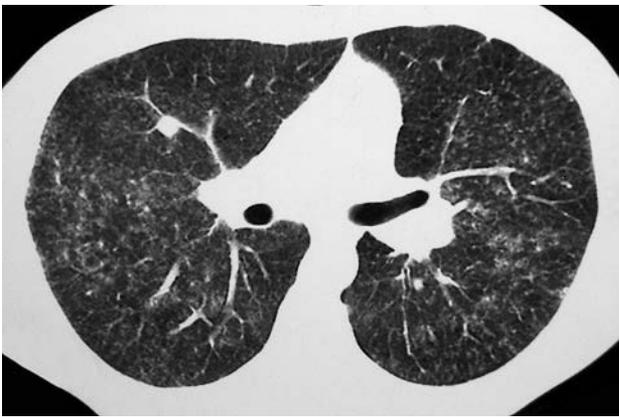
КТ больного саркоидозом легких и ВГЛУ II стадии.
